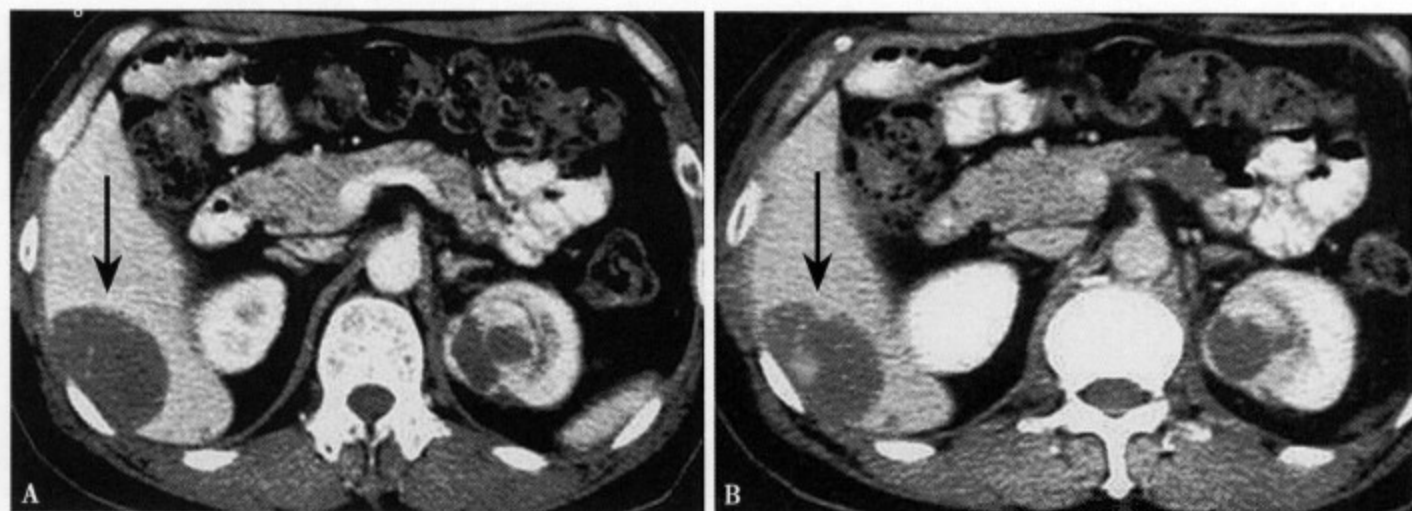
CT增强动脉期（A）除内部少许斑点状强化外，整个病灶几乎无强化；平衡期（B）病灶大部分仍无强化，但中心显示岛状延迟强化
